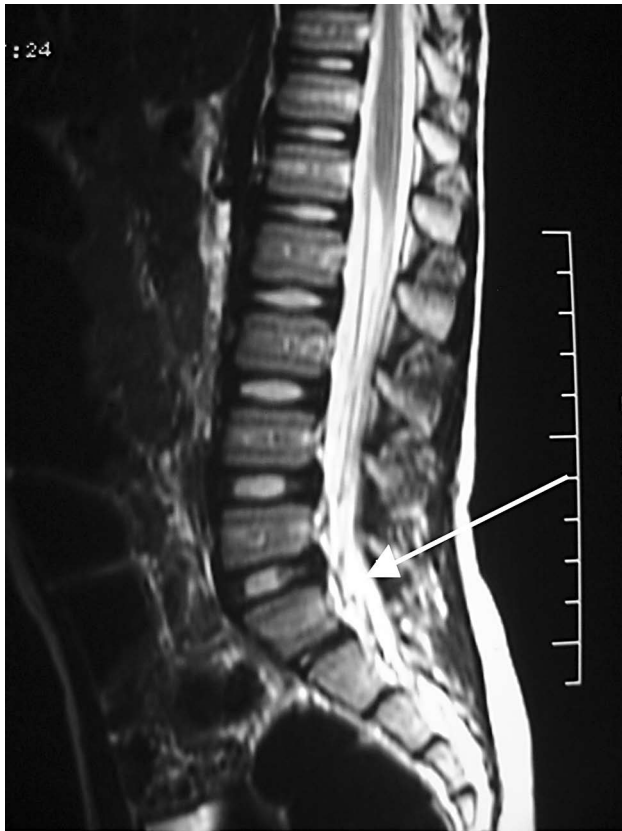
Ressonância magnética da coluna vertebral, anormal, demonstrando discreta hipercaptação de contraste nas raízes sacrais inferiores
